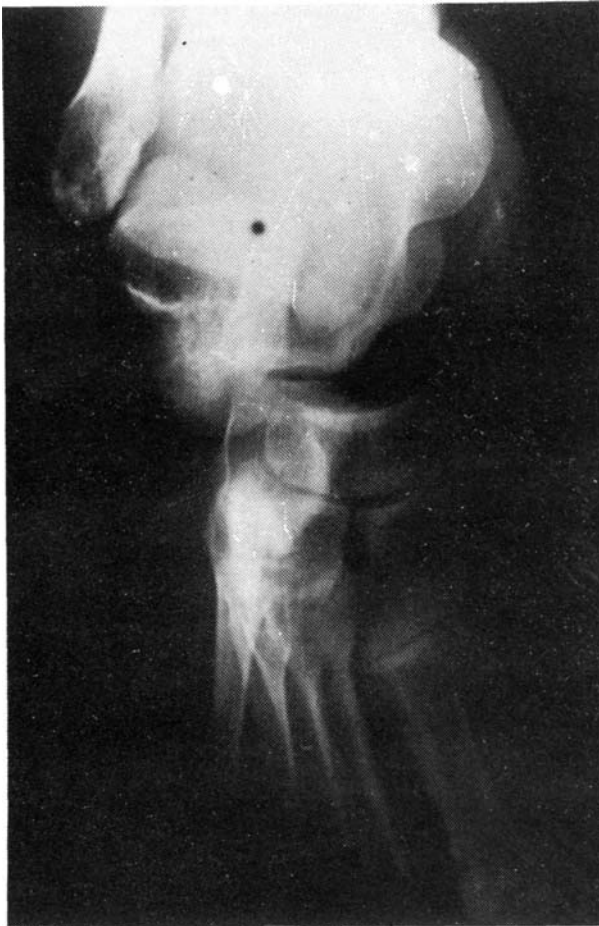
Radiografía antero-posterior del pie del caso número 4, en la que se aprecia la luxación astrágalo-navicular, permaneciendo en relación normal el calcáneo con el cuboides.
